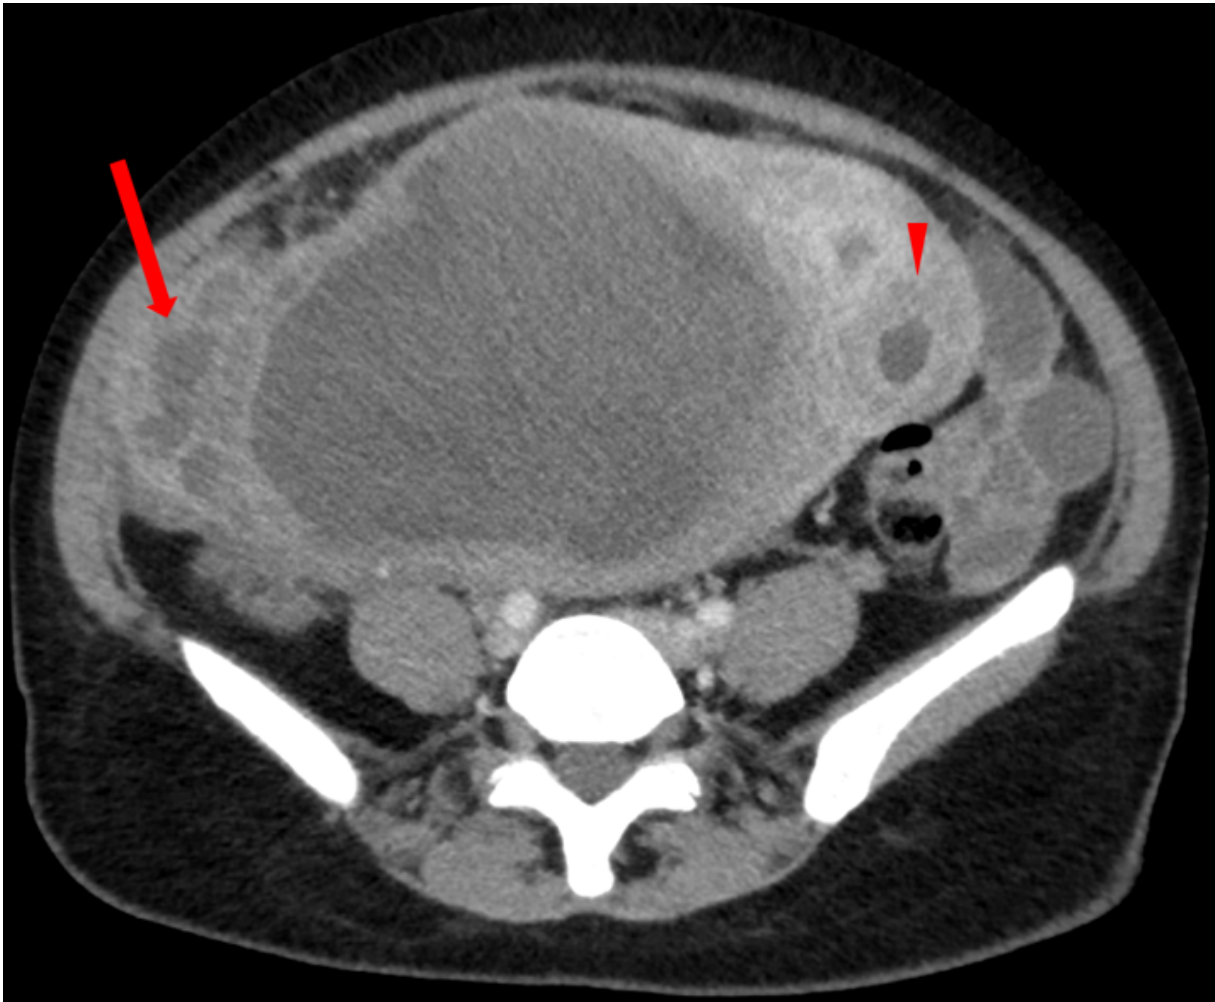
Tomografia computadorizada com contraste, em plano axial que demonstra lesão uterina volumosa, predominantemente cística, com diversos septos realçados pelo meio de contraste (seta vermelha), e outra menor, de características morfológicas semelhantes (cabeça de seta).
